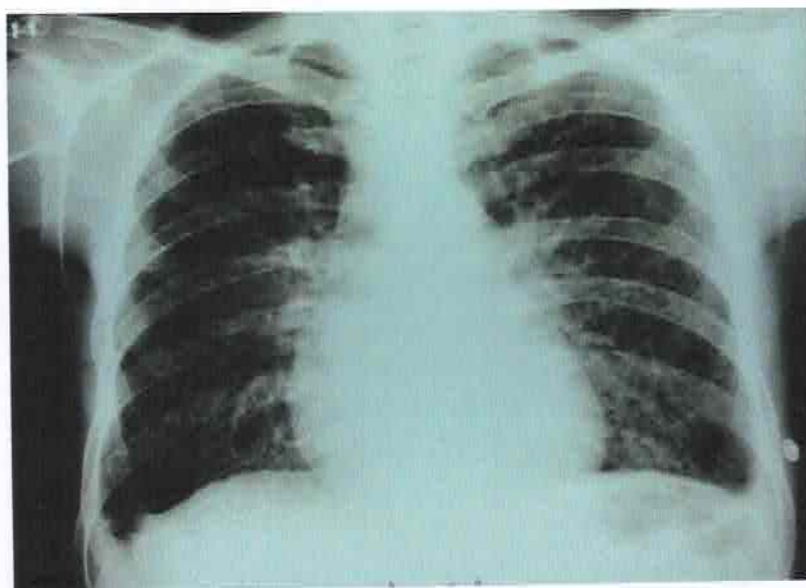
Radiografia de tórax em P.A. demonstrando infiltrado pulmonar bilateral, difuso, de aspecto micronodular
